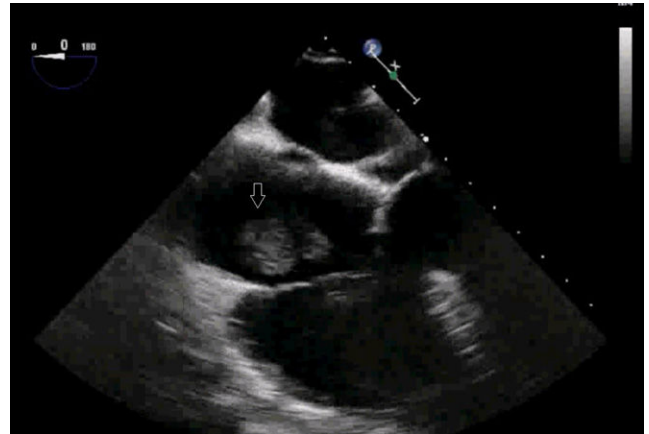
Ecocardiografía transesofágica intraoperatoria. Plano medio-esofágico de 4 cámaras. Se observa masa que protuye en aurícula derecha.
